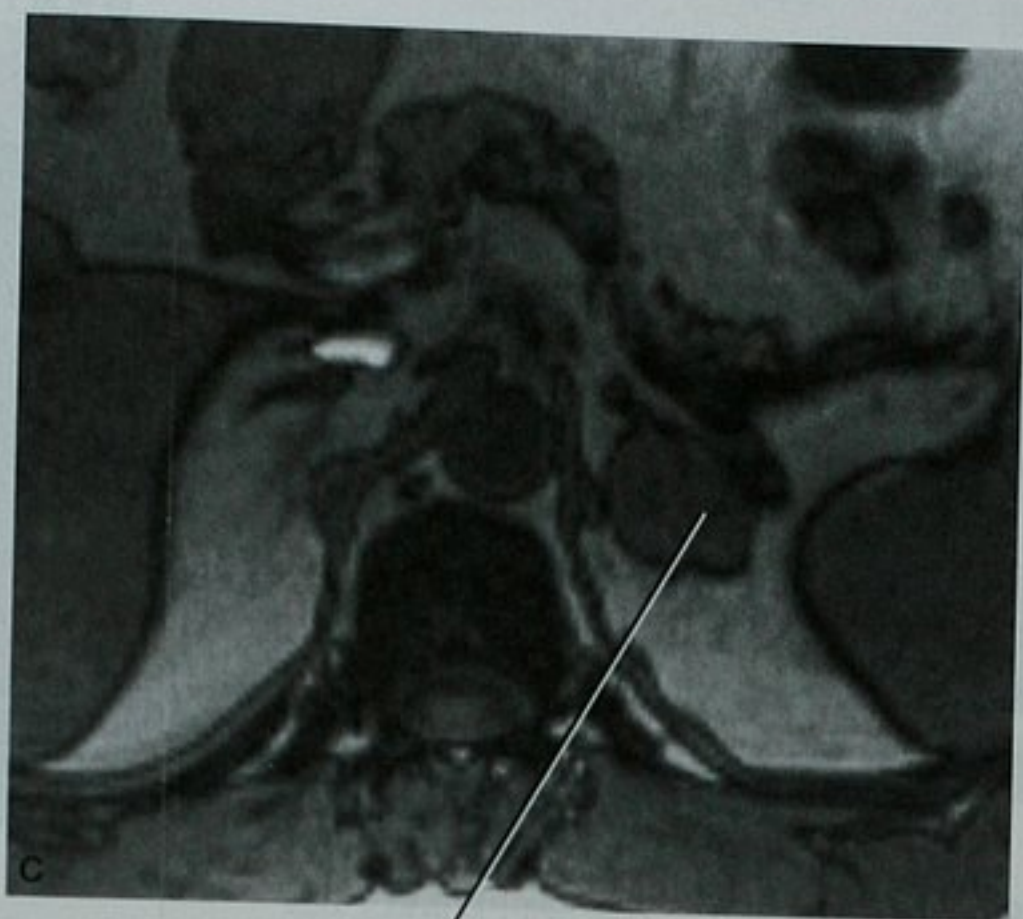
肾上腺淋巴瘤。A. CT 平扫轴位图像显示左肾上腺软组织密度肿物。行 MRI T1WI 成像(B) 同相位
